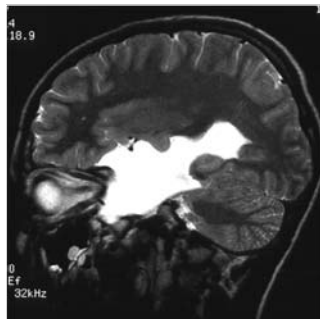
МРТ в режиме Flair. Арахноидальная киста в области левой височной доли.
